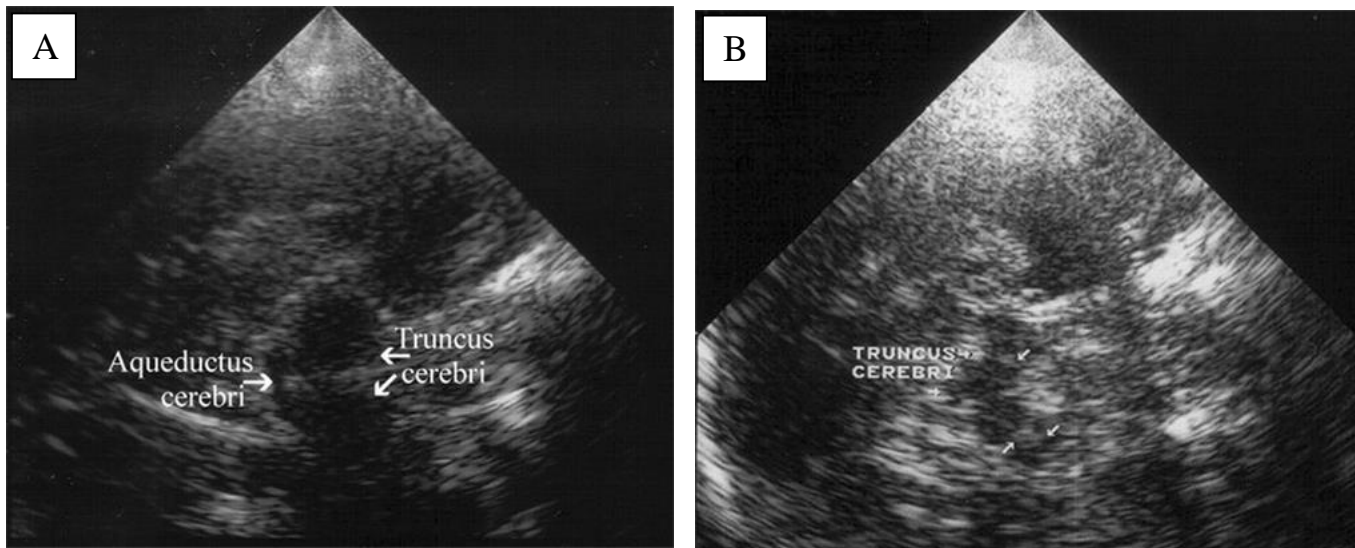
Echographie transcrânienne dans la maladie de parkinson (124) A : Coupe du tronc cérébral passant par le mésencéphale montrant son aspect normal à l'échographie (hypoéchogène en forme de papillon, les citernes de la base et l'aqueduc de Sylvius sont hyperéchogènes. B : Coupe passant par le même niveau que l'image A chez un patient atteint de la maladie de Parkinson montrant une image hyperéchogène de la substance noire. (125)
